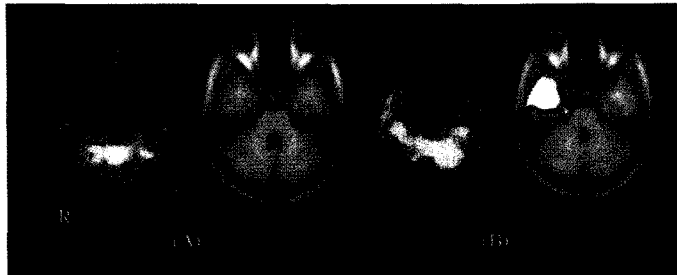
Repeated ictal SPECT and SPM images. (A) The first injection revealed no hyperperfused area (injection delay 53 seconds). (B) The second ictal SPECT showed increased perfusion in the right temporal area (injection delay 20 seconds).
